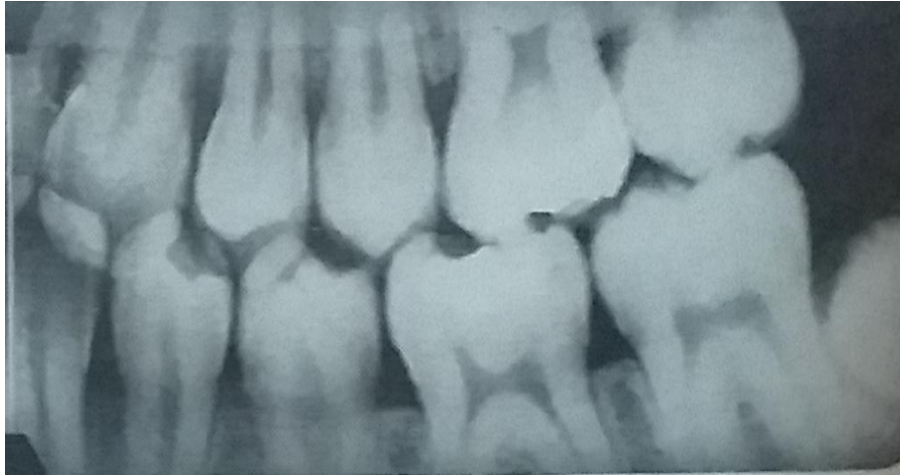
Radiographie bite Wing typique d'une denture définitive. [10]
